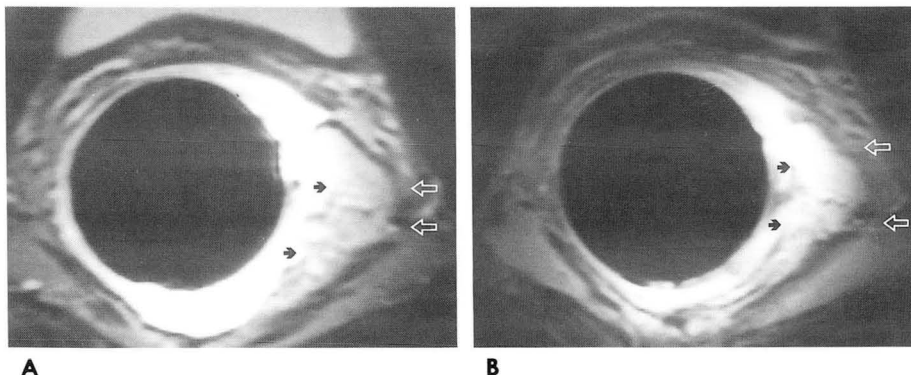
Case 2. MRI shows stage T3 and pathology revealed rectal cancer(black arrows), stage T3.
